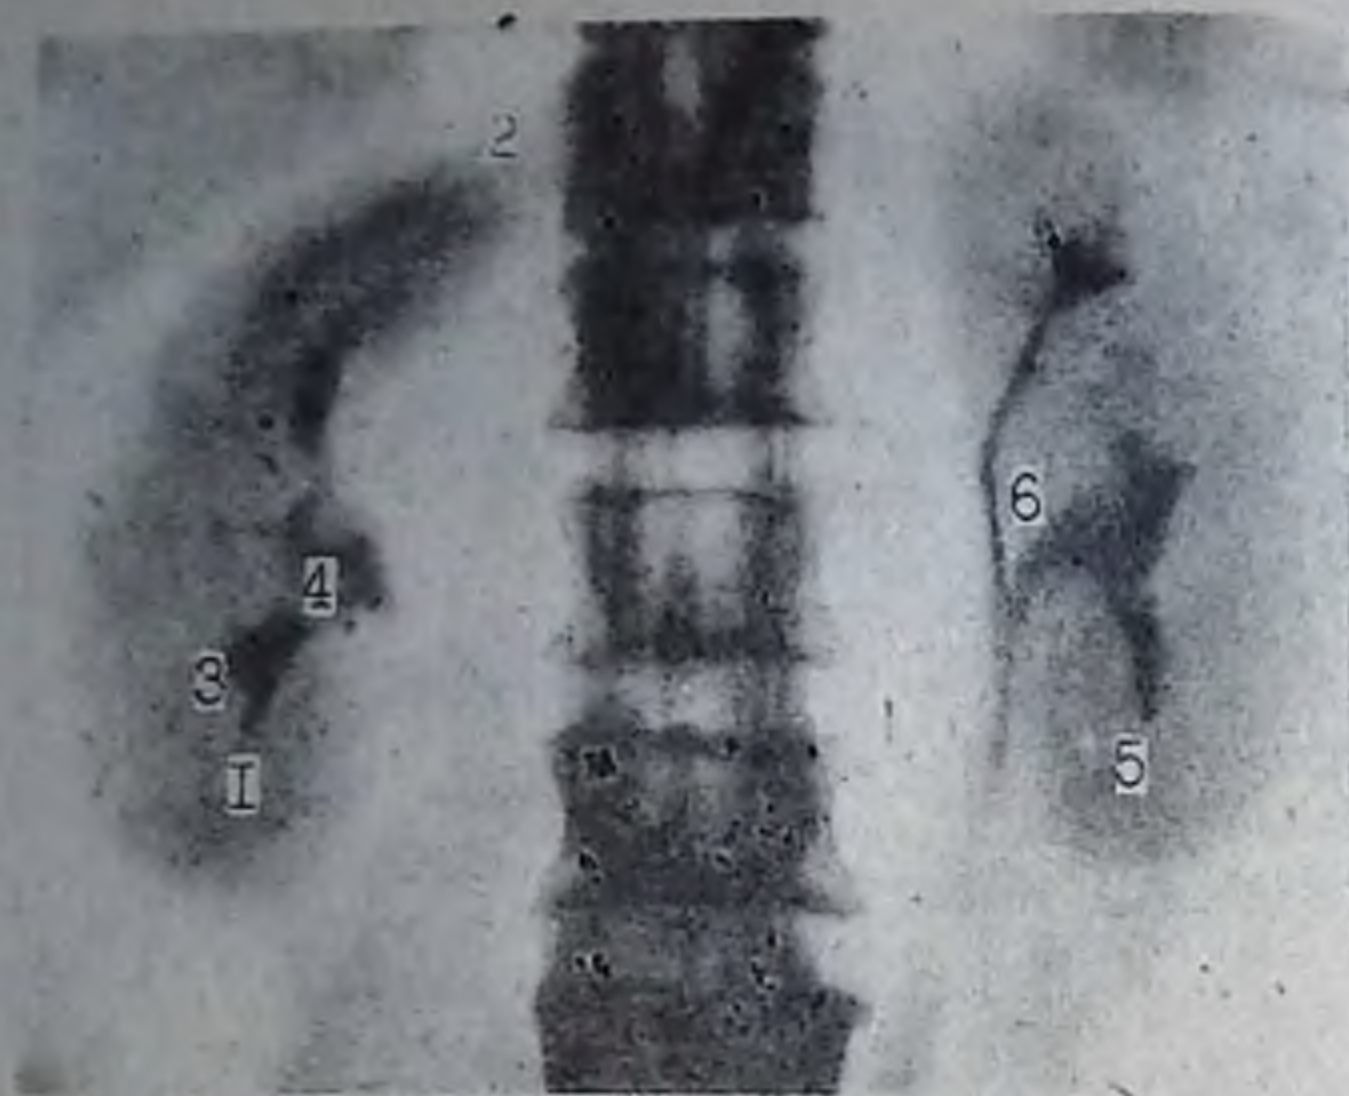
Нормальная томограмма почек в сочетании с экскреторной урограммой (по А. Я. Пытелю):
